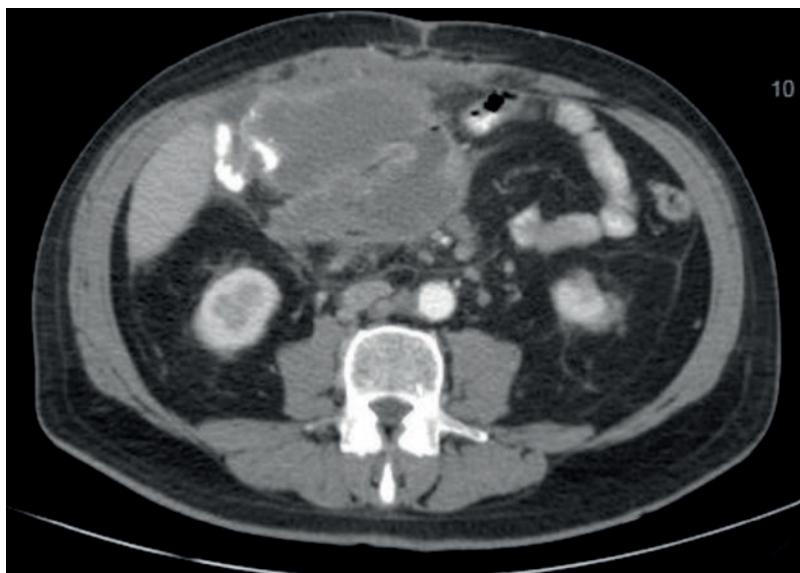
TC tórax-abdomen-pelvis. Corte axial que evidencia masa anterior a la cabeza del páncreas de 11 cm con centro necrótico y que engloba a la anastomosis ileocólica.
